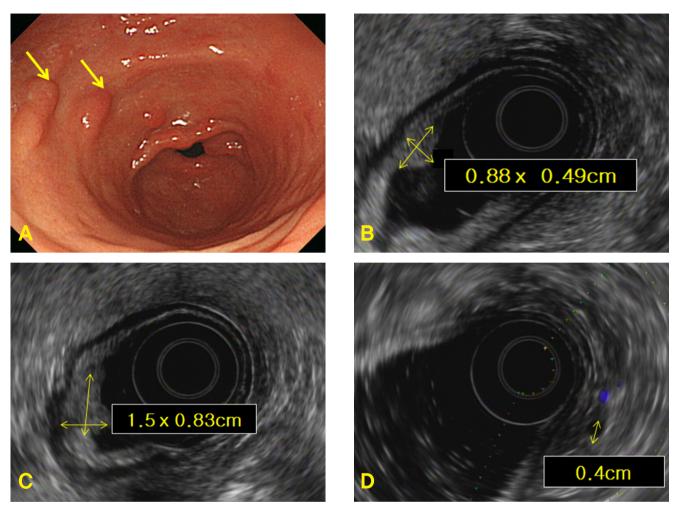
(A) Endoscopic findings of early gastric cancer on the anterior wall of antrum (yellow arrows). (B, C) Approximately 1.5 cm, 0.88 cm, two elevated mucosal lesions were noted by endoscopic ultrasonography. (D) No reginoal lymph node metastasis was found on endoscopic ultrasonography.
